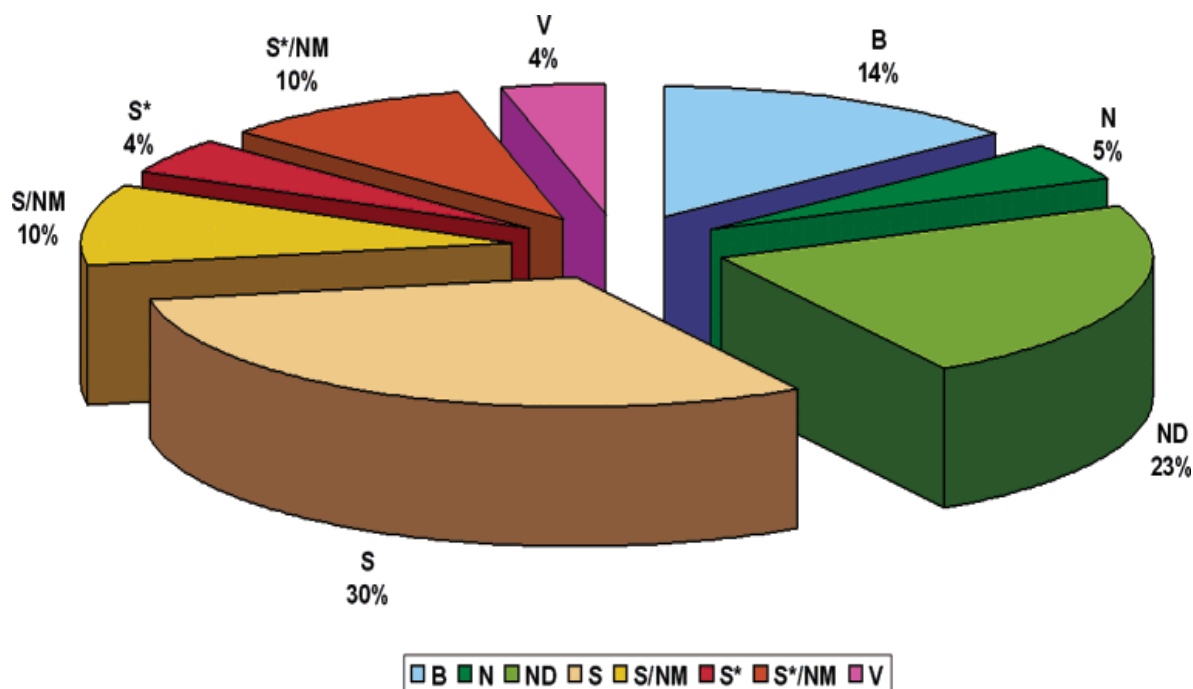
DROGAS APROVADAS E LANÇADAS NO MERCADO NO PERÍODO DE 01/1981 A 06/2006 E SUAS RESPECTIVAS ORIGENS. Uma revisão de Newman e Cragg (2007) constatou 1.184 drogas aprovadas e lançadas no mercado no período de 01/1981 a 06/2006, e suas respectivas origens, classificando-as em diferentes grupos. S= drogas de origem totalmente sintética; ND= drogas derivadas de compostos de ocorrência natural (semi-sintéticos); N= compostos de ocorrência natural; B= produtos de fontes biológicas (usualmente peptídeos ou proteínas ou isolados de organismos/linhagens celulares ou obtidos por meios biotecnológicos; V= vacinas; S*= compostos sintetizados com base em grupos farmacofóricos de produtos naturais; S/NM= totalmente sintético, porém modelado com base em inibidores naturais do alvo molecular de interesse; S*/NM= compostos sintetizados que mimetizam a estrutura de compostos de ocorrência natural (p.ex. inibidores da enzima conversora de angiotensina, que mimetizam a sequência C-terminal da angiotensina I). Fonte: NEWMAN, D. J.; CRAGG, G. M. Natural products as sources of new drugs over the last 25 years. *Journal of Natural Products*, v. 70, n. 3, p. 461-477, Mar 2007.
